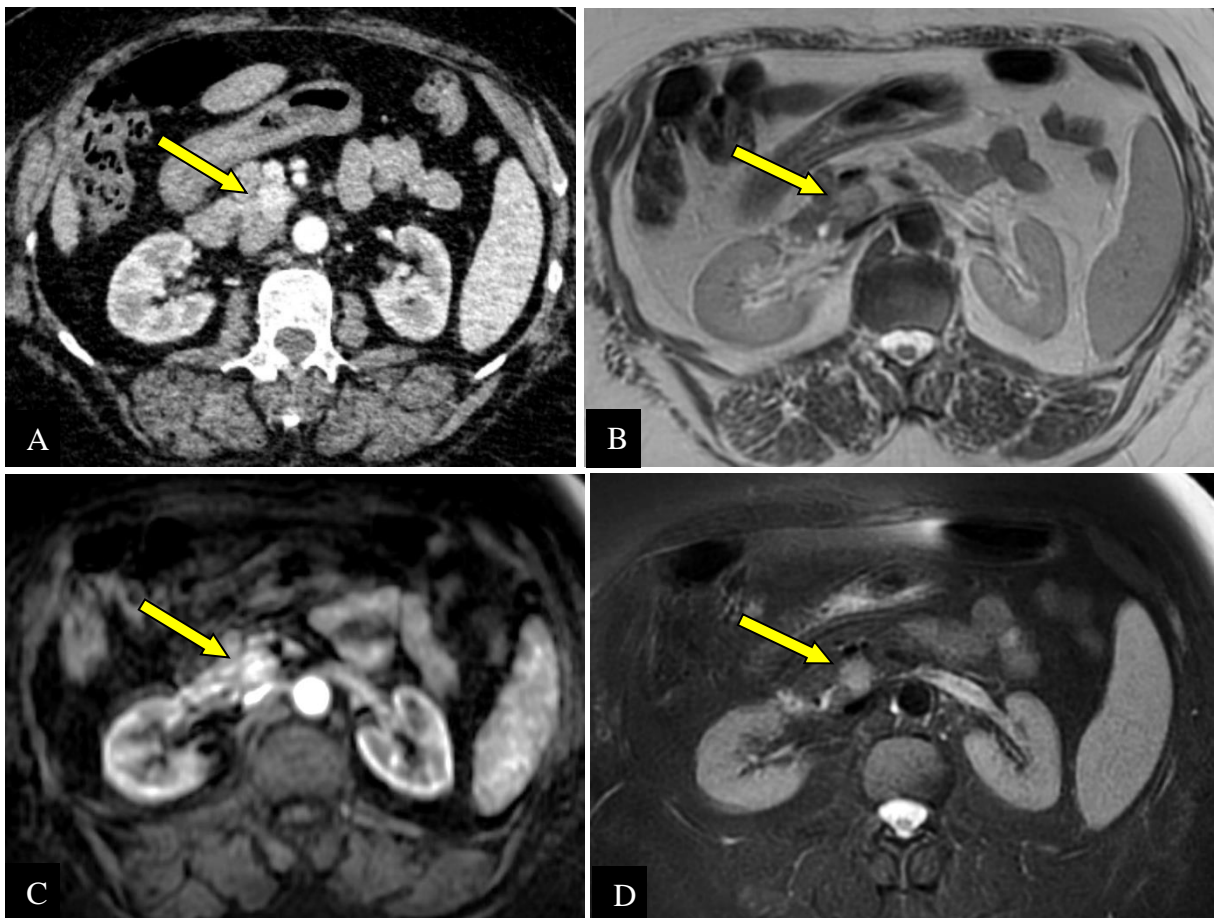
Insulinome bien différencié de grade 2 chez une femme de 65 ans opérée. Petite masse pancréatique de l'uncus (flèche) hypervasculaire au temps artériel de la TDM (A) et de l'IRM (C), de signal hyperintense en T2 (B) et en T2 FATSAT (D) (CHUC).
